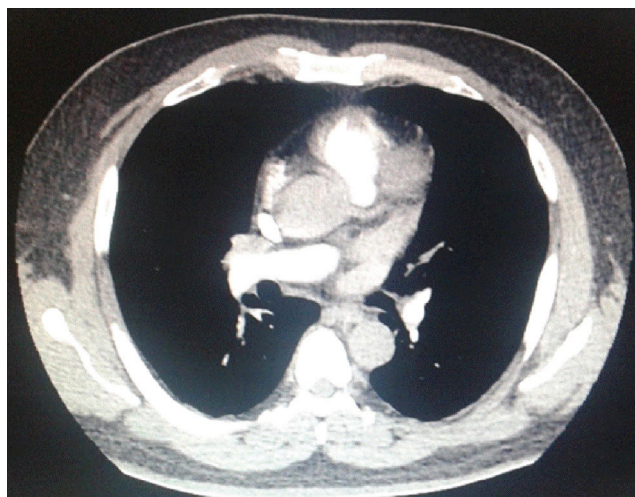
Tomografía axial computarizada con reconstrucción de vasos coronarios, se muestra origen común de arteria coronaria con trayecto interarterial.
